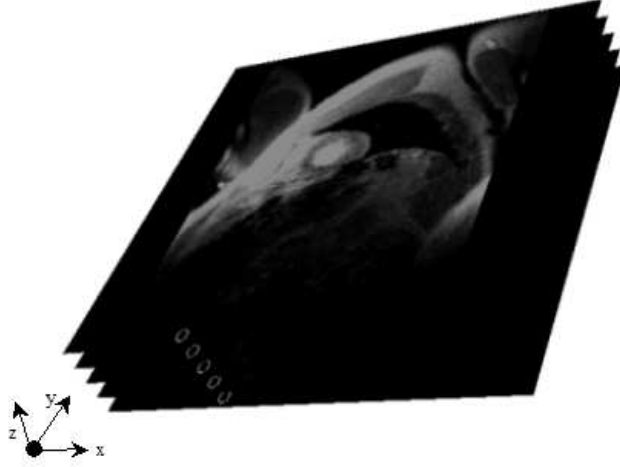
Pile de coupes acquises en IRM en petit-axe illustrant la forte anisotropie en terme de résolution (résolution dans le plan égale à 1.25 mm, distance inter-coupes de l'ordre de 15 mm).
